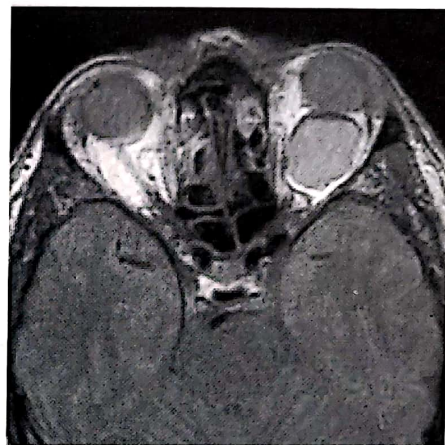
M.M., 42 ani. RMN T1 fără contrast. TU izodensă, bine delimitată.
